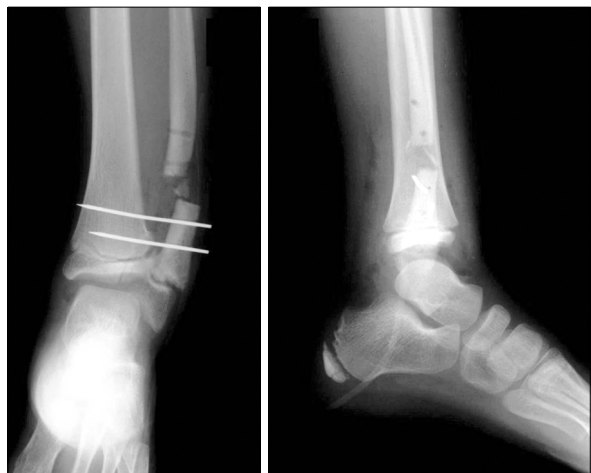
Postoperative radiograph showing separated distal tibio-fibular synostosis and the distal migration of the distal fibular physal plate at the level of the ankle joint line.
